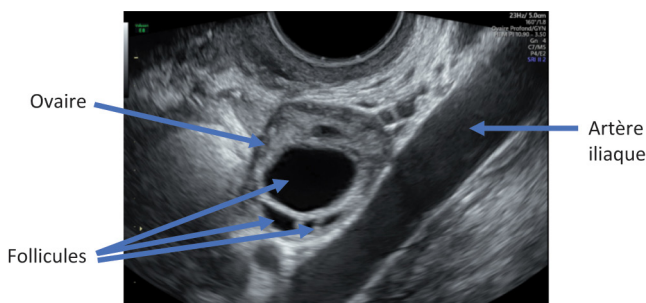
Échographie par voie vaginale : coupe transversale de l'ovaire.
